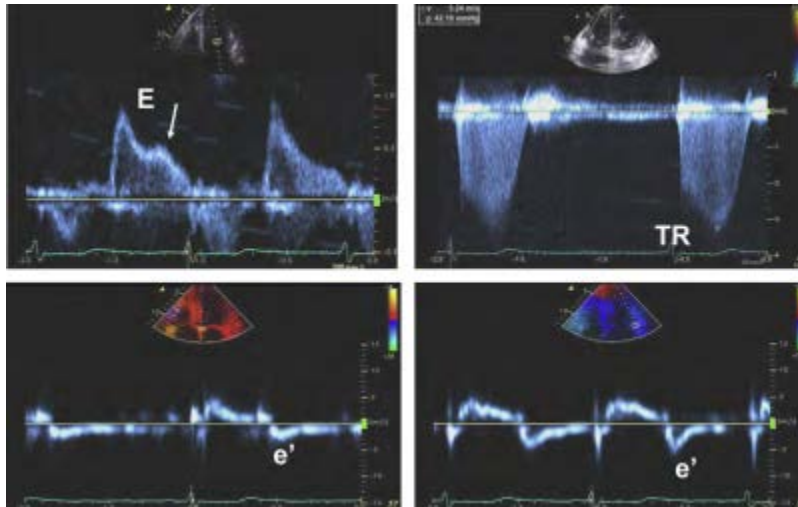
Dòng van hai lá (trên) và vận tốc vòng van hai lá vùng vách (dưới trái) và vùng bên (dưới phải) qua Doppler mô trên bệnh nhân ghép tim với suy chức năng tâm trương thất trái. Ghi nhận có sự giảm vận tốc sóng e' vùng vách và thành bên (5-6cm/giây)
